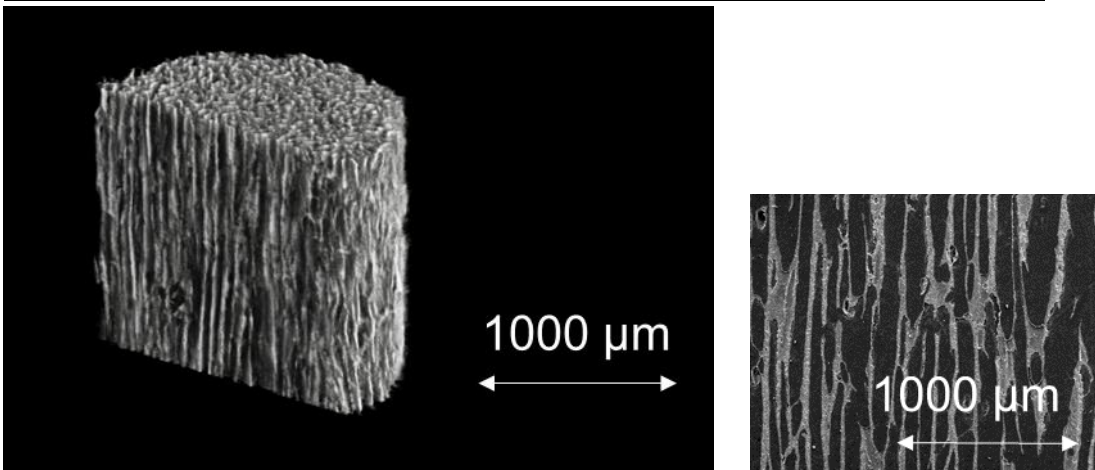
UDPHA(リジェノス®)のスペックとマイクロ CT 拡大写真
